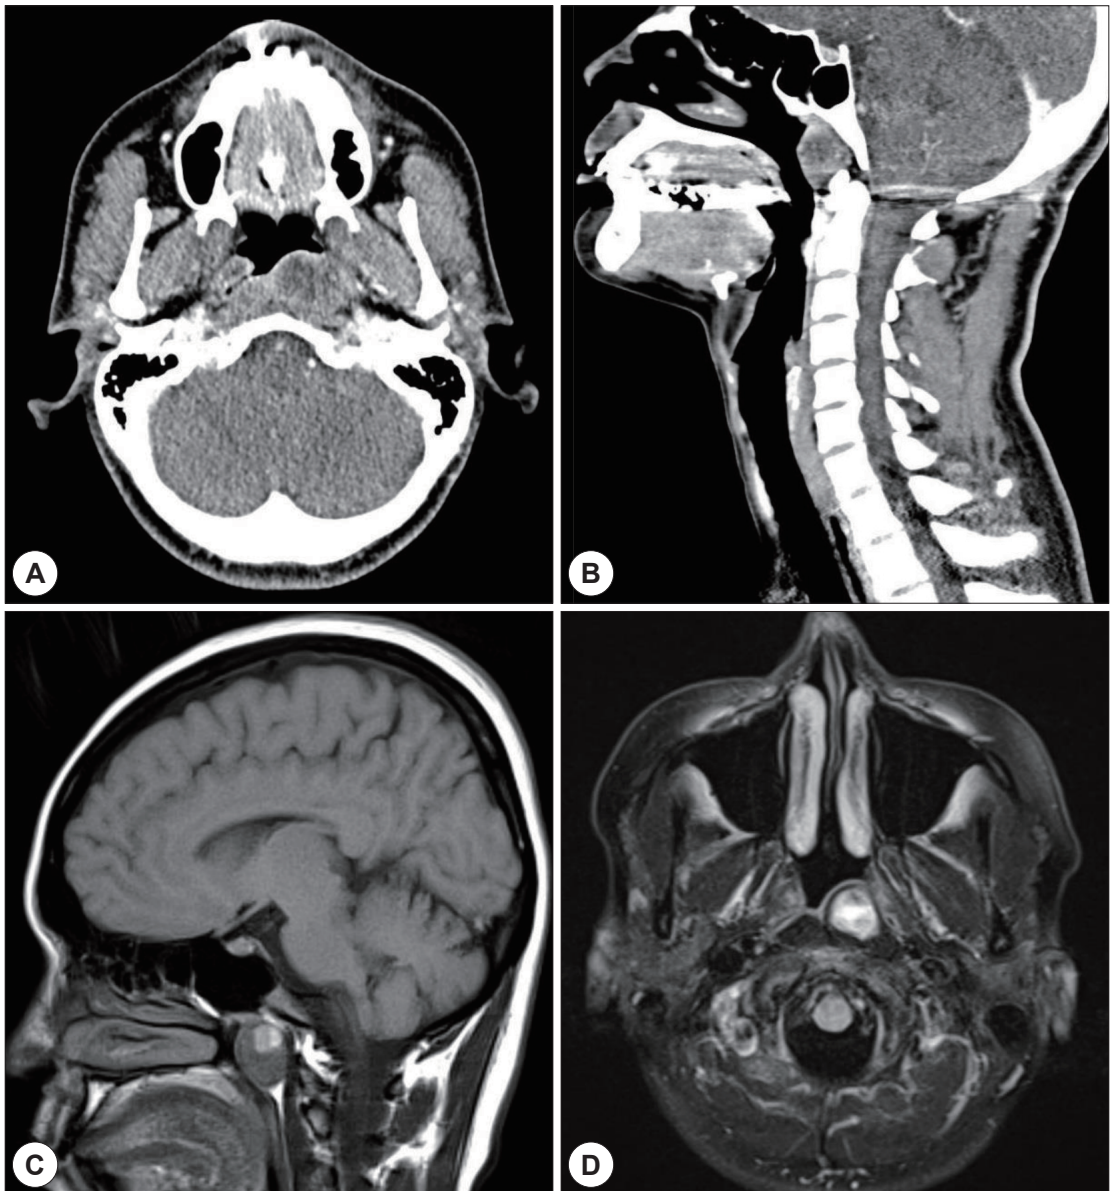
Preoperative CT scan and MRI findings. Heterogeneously enhancing mass was noted in axial CT scan (A) and coronal CT scan (B). The mass shows a low signal intensity in T1-weighted image (C) and high signal intensity in T2-weighted image (D).
